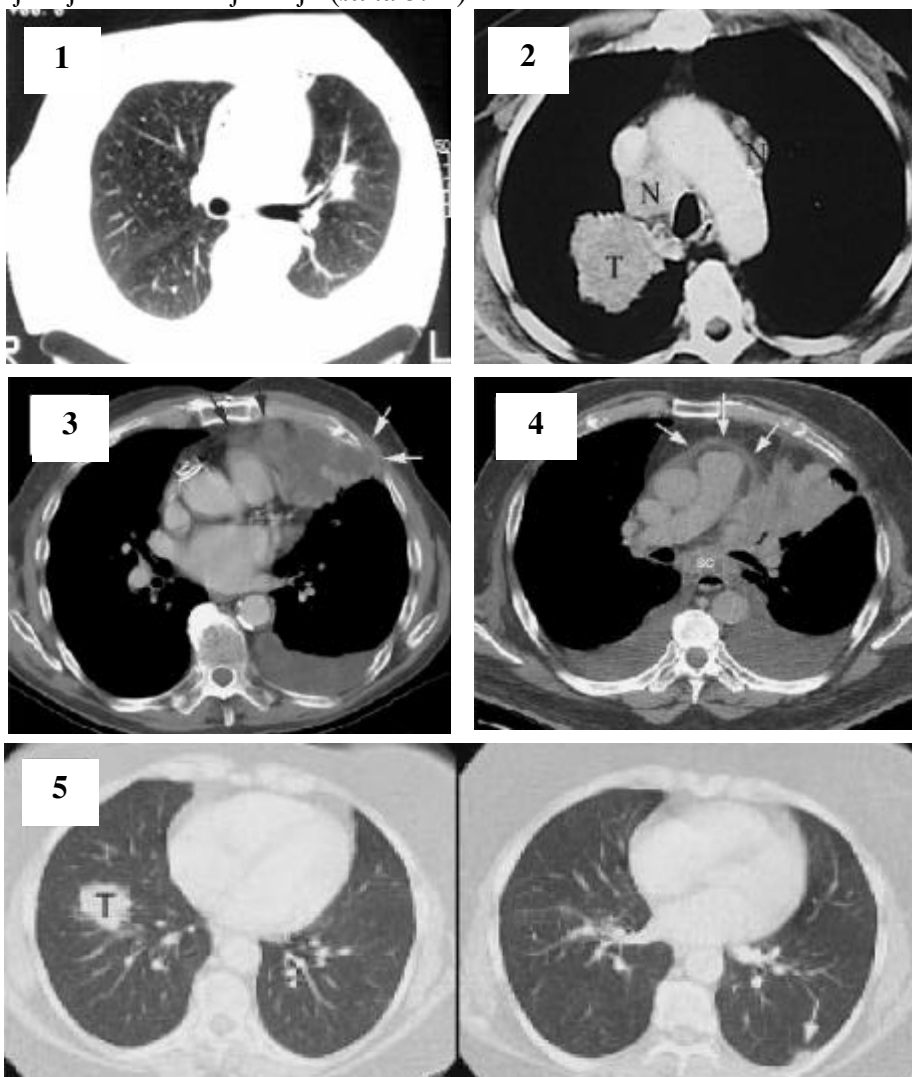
CT toraksa ("aksijalno - plućni prozor")
